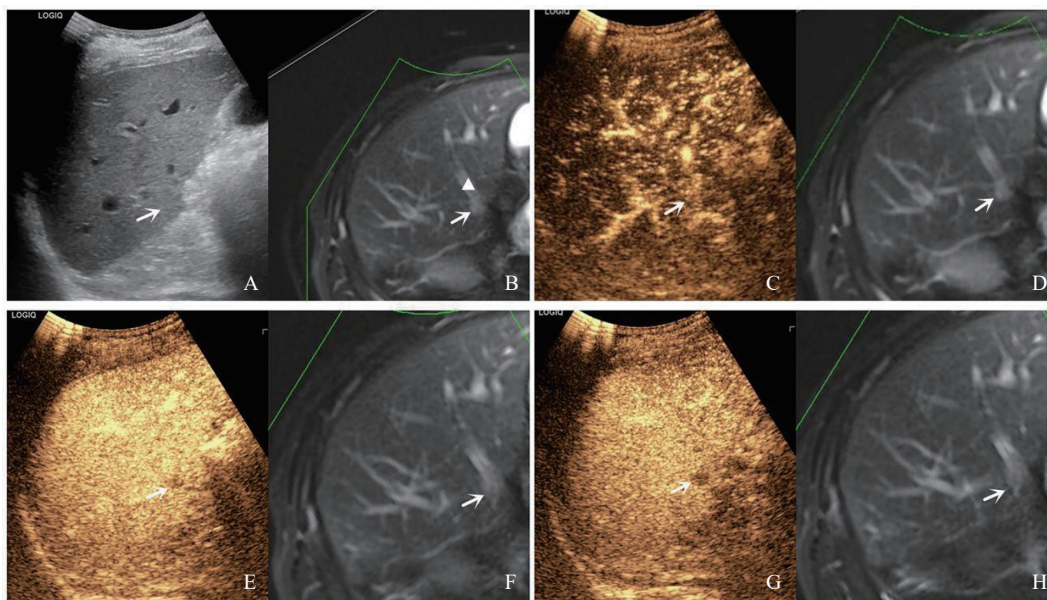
典型病例2(患者, 男性, 61岁, 结肠癌肝转移综合治疗后复发) 超声图像
